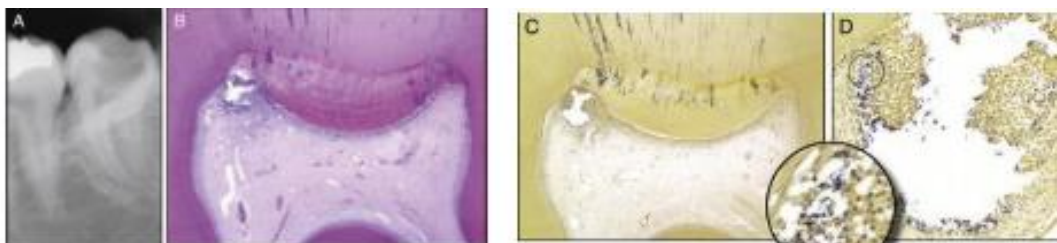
La reversibilidad clínica no coincide con la reversibilidad histológica. A) radiografía. B y C) Hay un área limitada de necrosis en el cuerno pulpar mesial. Gran cantidad de dentina terciaria en el techo. D) Una vista detallada del microabsceso. Bacterias rodeadas de PMN a la derecha y por fibroblastos a la izquierda. <sup>(34)</sup>
